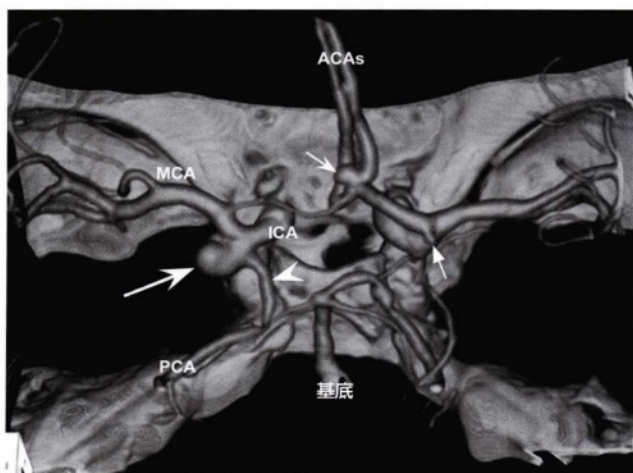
与上图同一患者的三维CT血管成像，详细显示了动脉瘤（大箭头）与后交通动脉（无尾箭头）及Willis动脉环的关系。偶然发现前交通动脉（小凹箭头）和左侧颈内动脉终末端（小直箭头）存在另外较小的动脉瘤（ACAs，大脑前动脉；MCA，大脑中动脉）。
